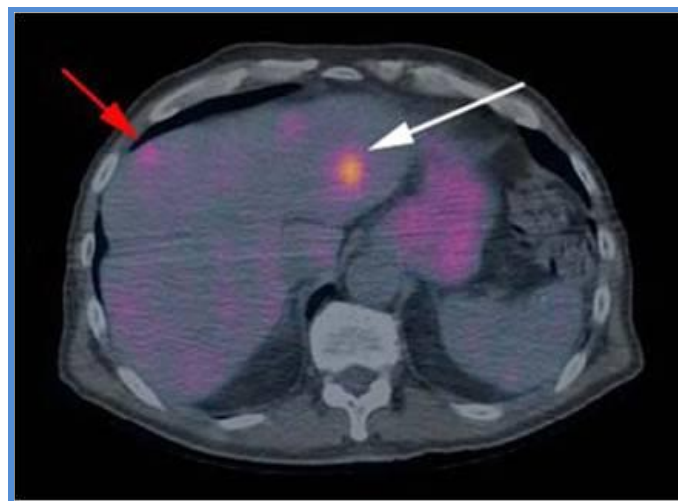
Metástasis hepáticas visualizadas mediante PET/TAC
